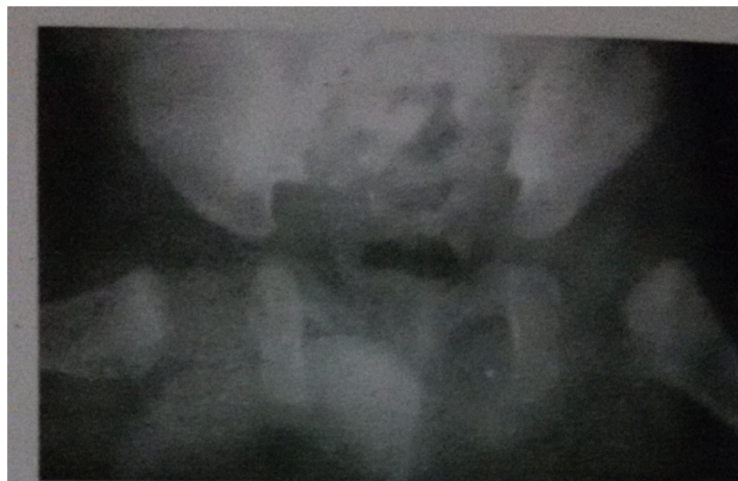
Radiographie du bassin après mise en place de la culotte d'abduction
